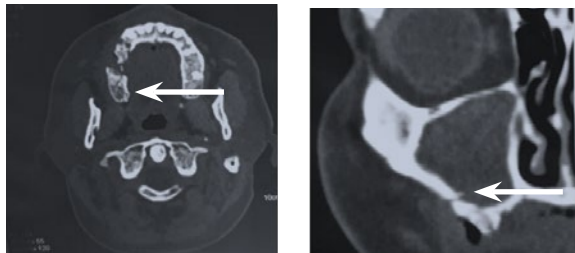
Фрагмент КТ пациента с БОНЧ, патологический перелом нижней стенки верхнечелюстной пазухи
